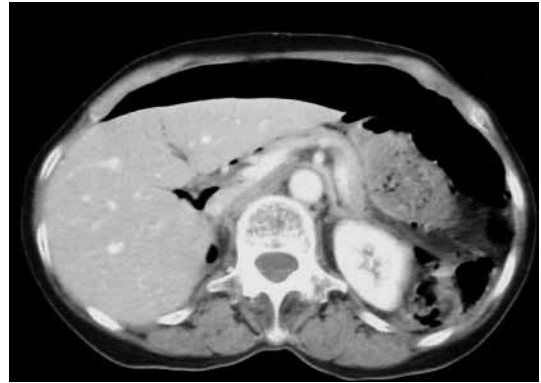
Perforación intestinal libre. Examen TC en paciente inmunosuprimido en tratamiento con corticoides. Aunque la clínica de dolor abdominal vago era bastante inespecífica el examen TC muestra un pneumoperitoneo masivo en relación a perforación de colon.
